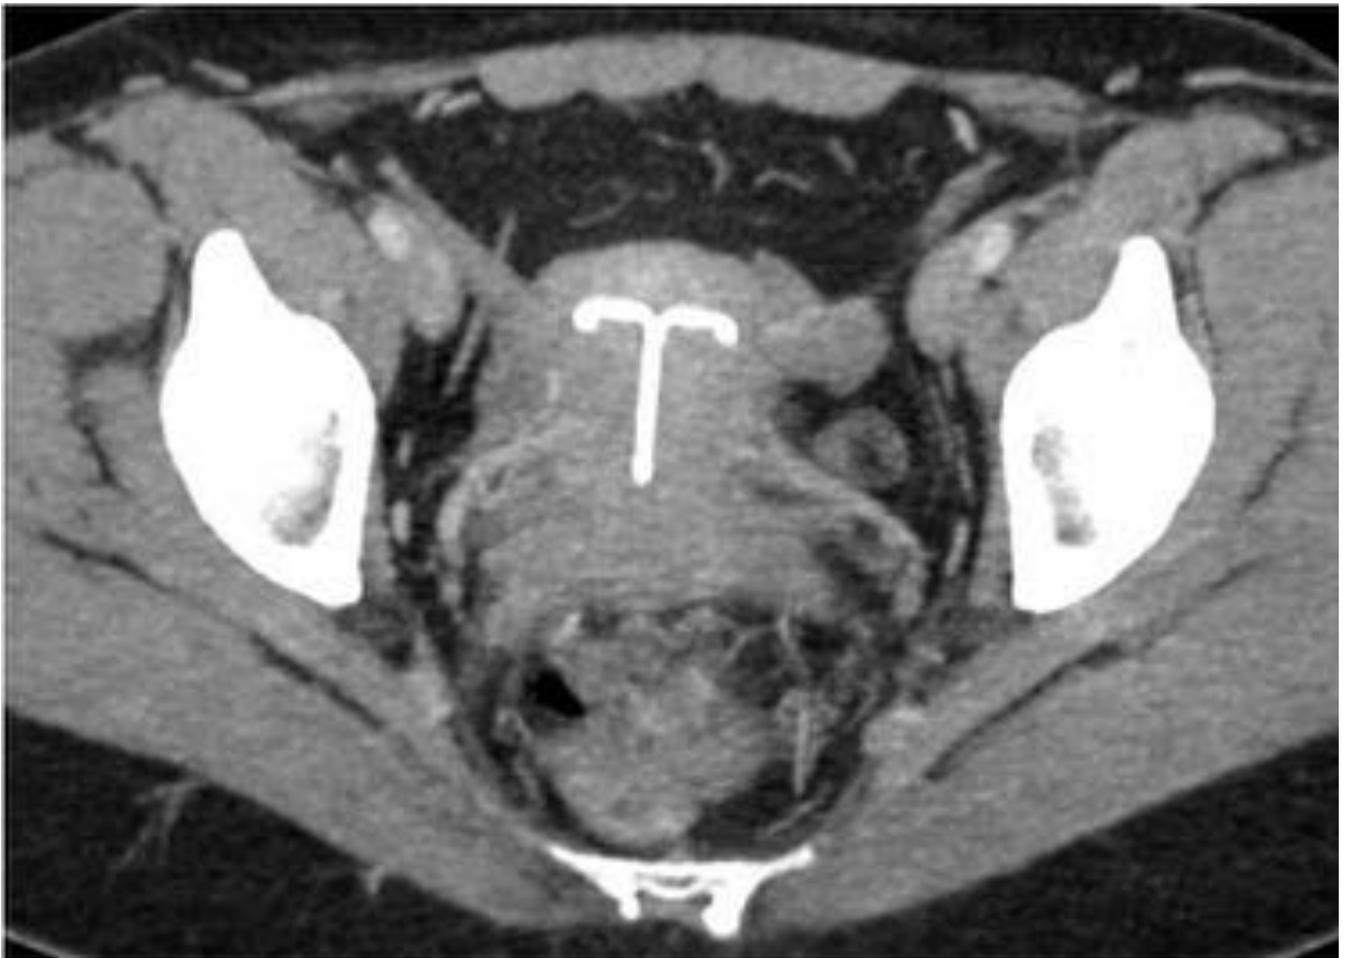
TC abdominal. DIU.
